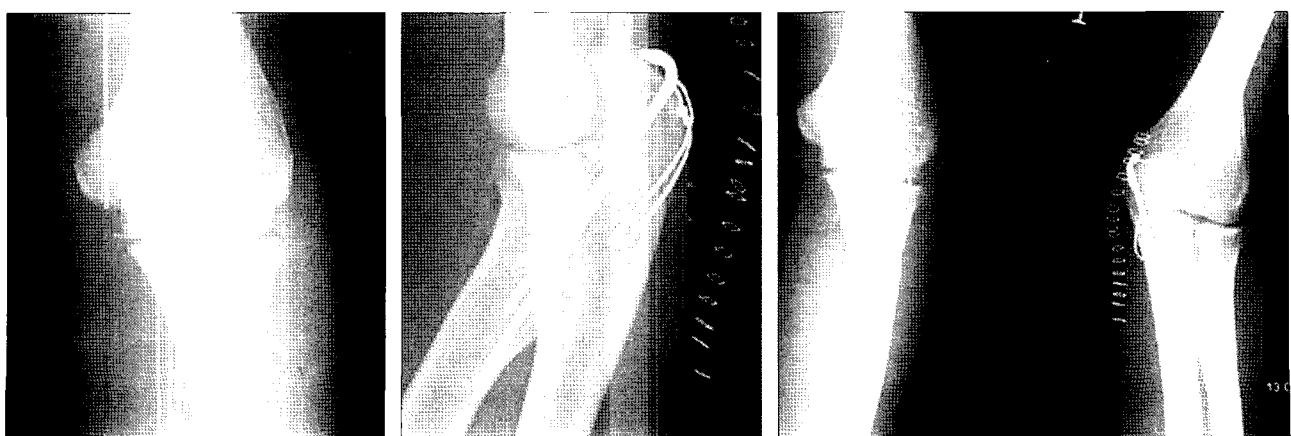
A 31 years old man. Postoperative Elbow AP,Lateral and Oblique views, plain film shows lateral sided K-wire impinged to near the radial tuberosity.
